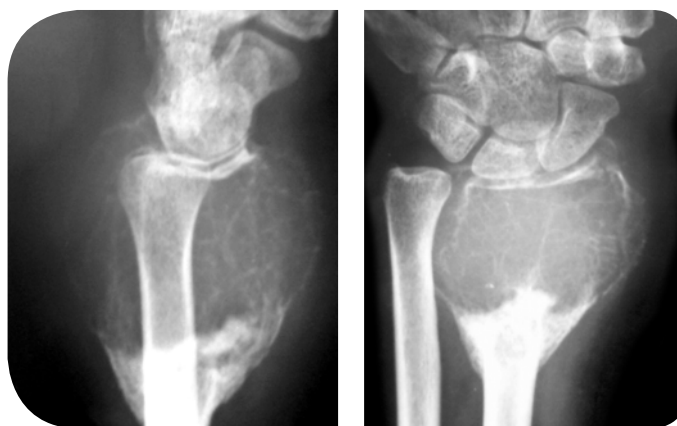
Рентгенограма кісток передпліччя: ГКП дистального епіметафіза променевої кістки. Комірчасто-трабекулярний тип: колбоподібне здуття, відсутність кісткової структури, різке стоншення кортикального шару
